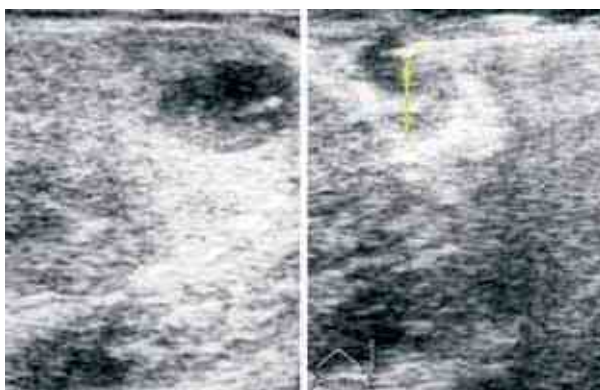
Сканограмма пункции абсцесса простаты под контролем ТРУЗИ. Справа кончик иглы (*стрелка*) в полости абсцесса
